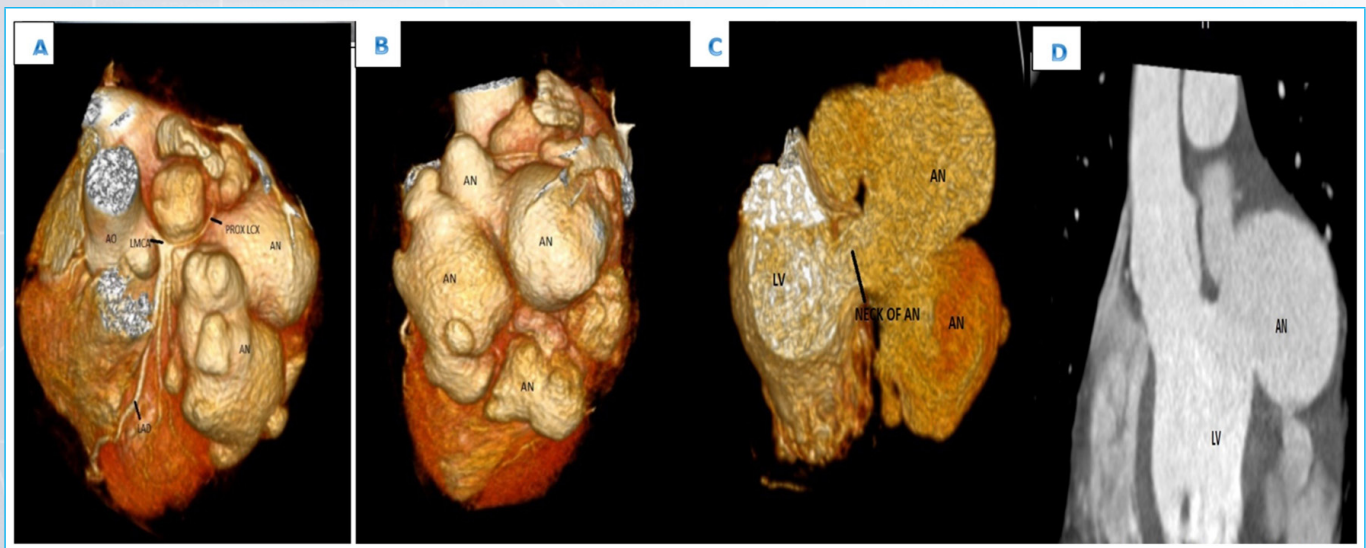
(A, B, C, D) La angiotomografía computarizada cardíaca mostró un gran aneurisma del ventrículo izquierdo que se originaba adjacente a la valva mitral, con múltiples dilataciones y cuello único, ancho. La arteria circunfleja izquierda no es visualizada desde la parte media de su trayecto, lo que podría sugerir compresión extrínseca(Thangasami,2020).
